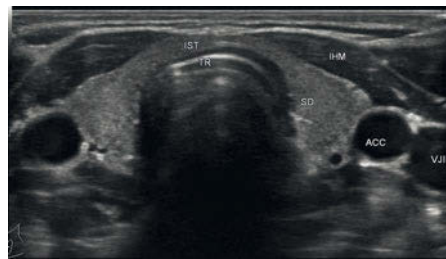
Transversalschnitt durch die Schilddrüse. In der Sonografie ist oberhalb der Schilddrüse die infrahyoideale Muskulatur zu sehen. Unter dem Isthmus liegt die Trachea mit ihren typischen Wiederholungsechos. ACC = A. carotis communis, IHM = infrahyoideale Muskulatur, IST = Isthmus, SD = Schilddrüse, TR = Trachea, VJI = V. jugularis interna [Quelle: Jecker, Mann, Maurer et al., Ultraschalldiagnostik Kopf-Hals, Thieme, 2018]
